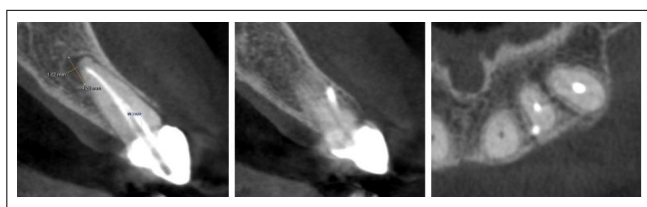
Cortes sagital y transversal de tomografía de haz cónico de diente 2.2.
